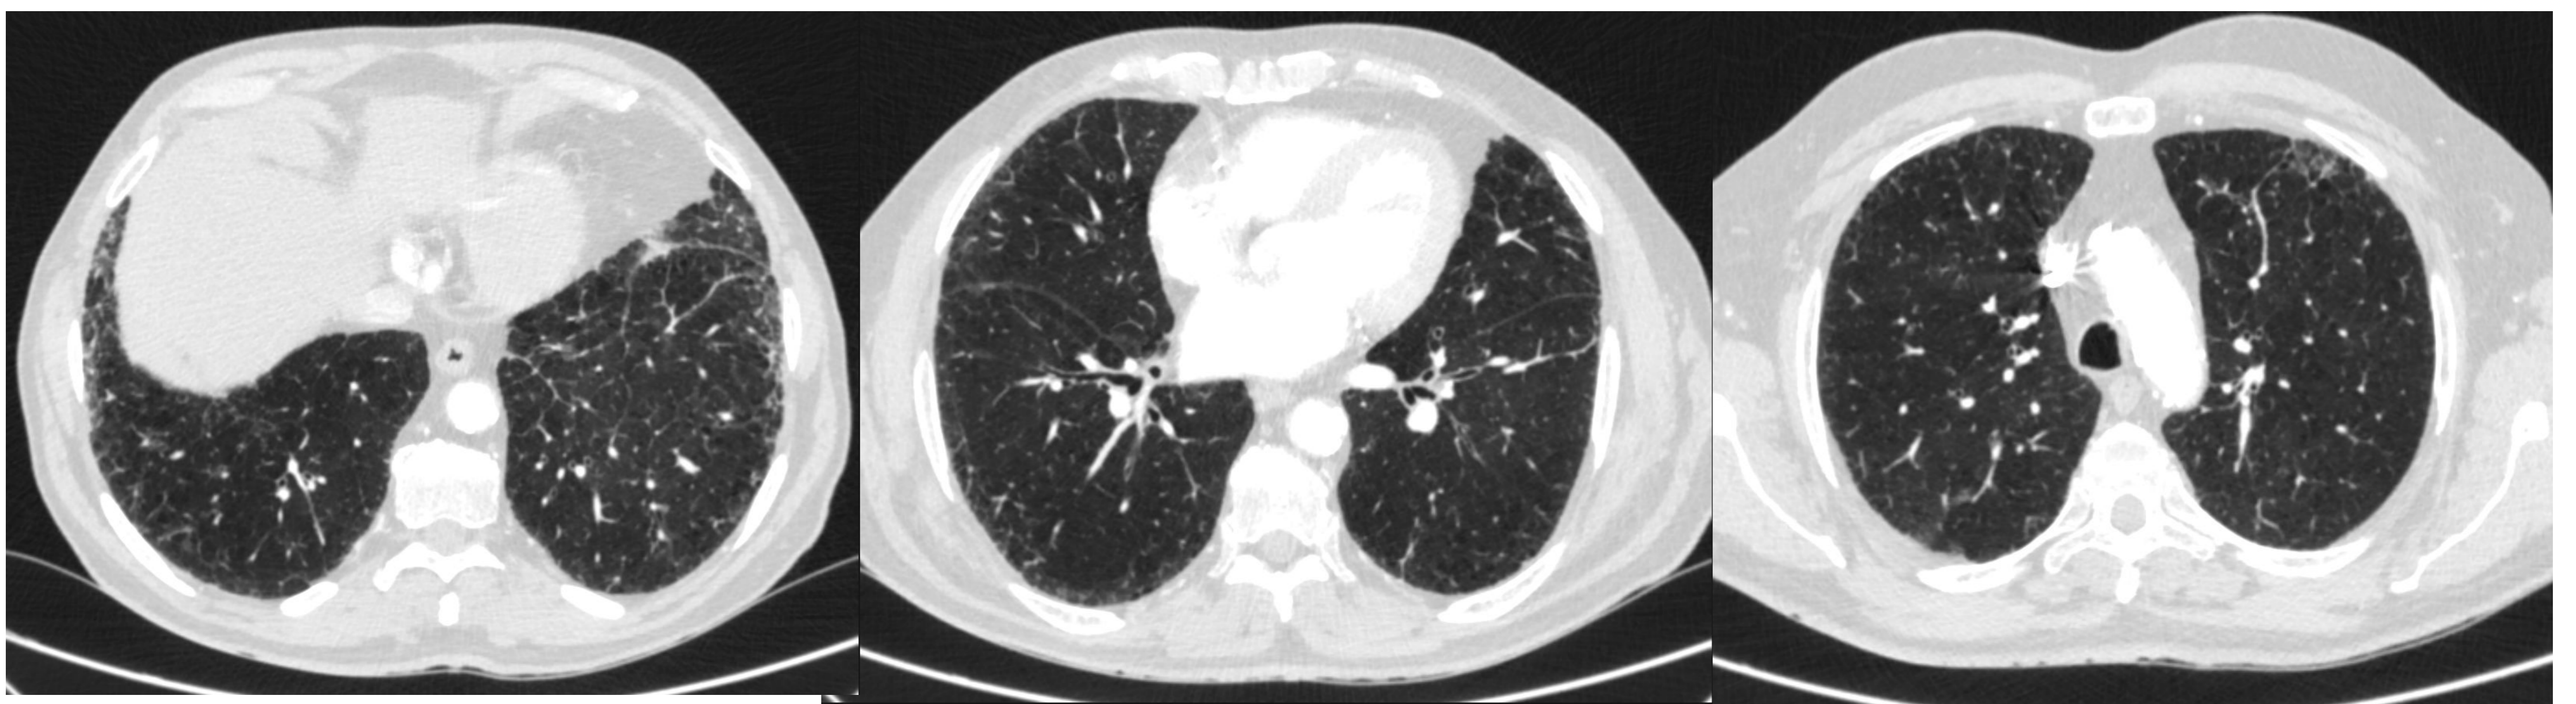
Tres cortes de TC torácico basal, medio y superior donde se muestra la presencia de ILA subpleural no fibrosante con predominio de vidrio deslustrado y reticulaciones.
